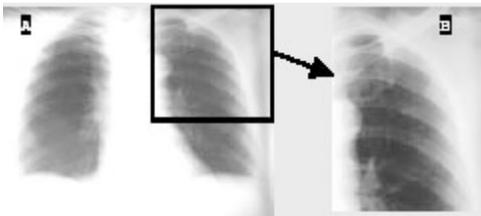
Radiografía de tórax previa. Se observa una zona de fibrosis apical izquierda (A), mejor visualizada en el recuadro magnificado(B)
